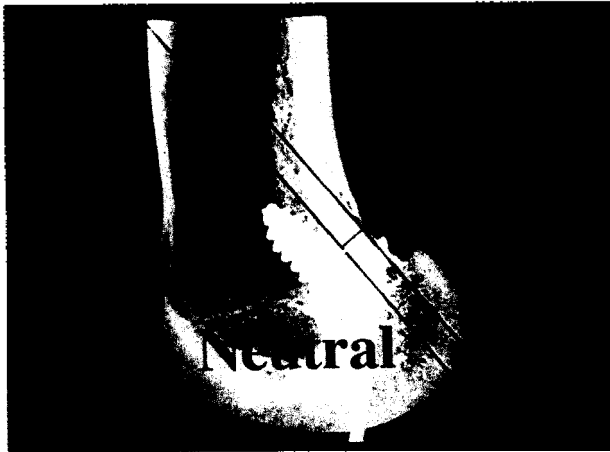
The radiographic shortest distance between the over-the-top position and the femoral interference screw on the true lateral view.
